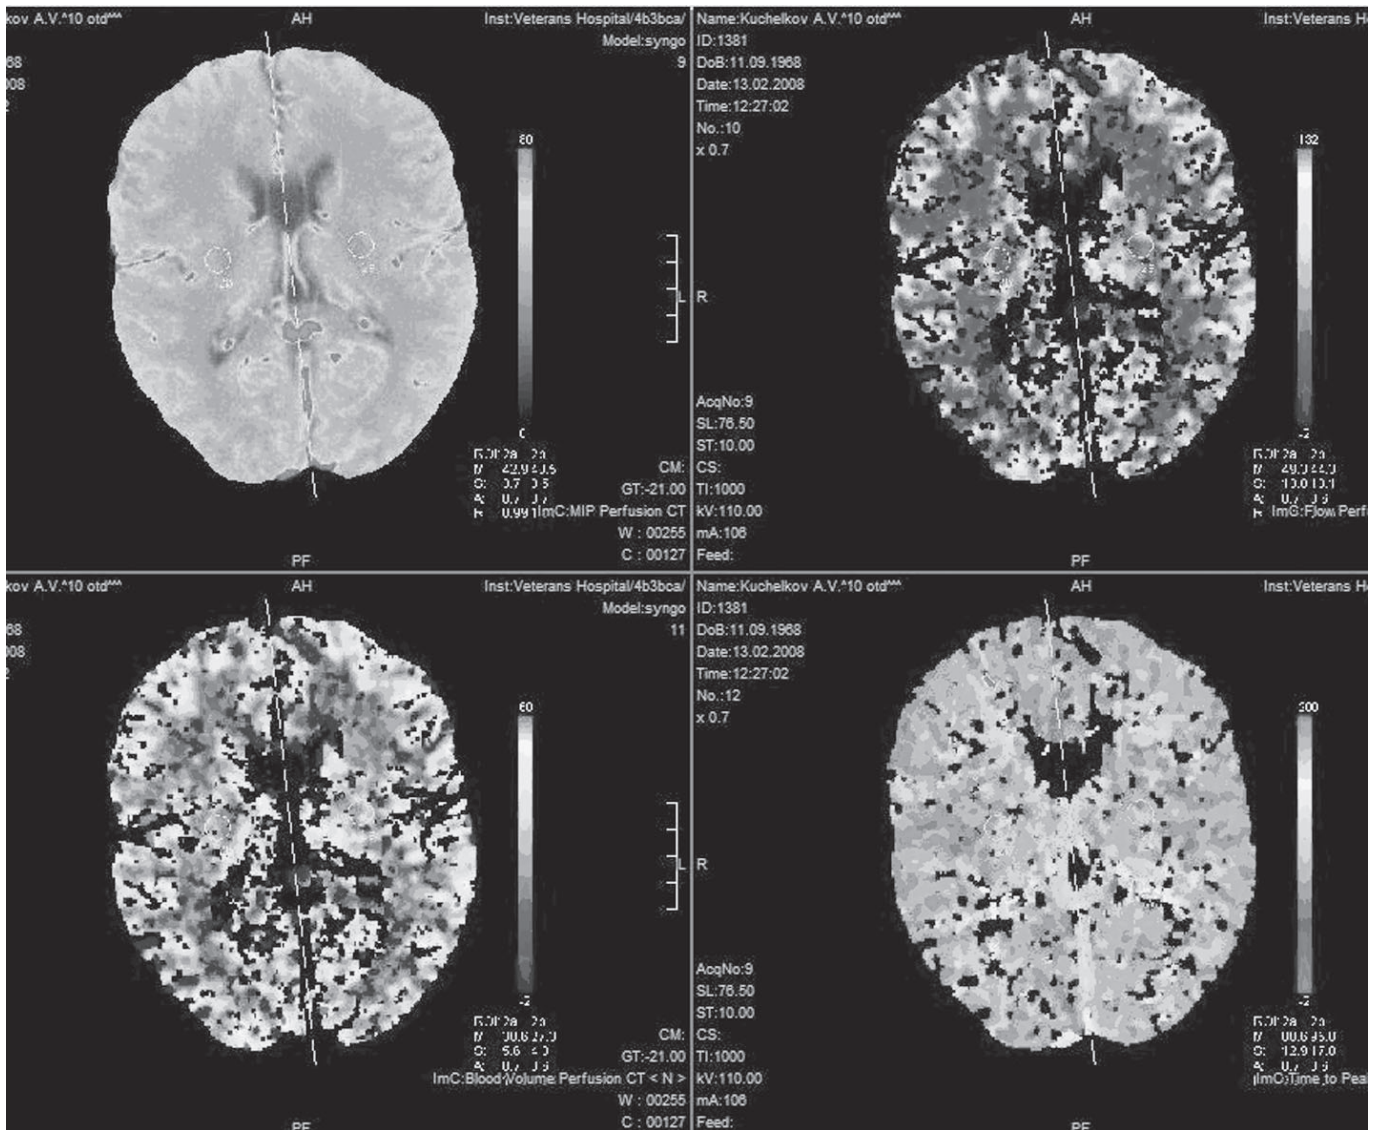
Результат КТ-перфузии, свидетельствующий о наличии хронического нарушения мозгового кровообращения, способствующего развитию церебральных атрофических процессов сосудисто-травматического генеза. Окна КТ-перфузии, на которых проводятся измерения, выводятся автоматически в правом нижнем углу каждого окна. В каждом окне – свой показатель.
